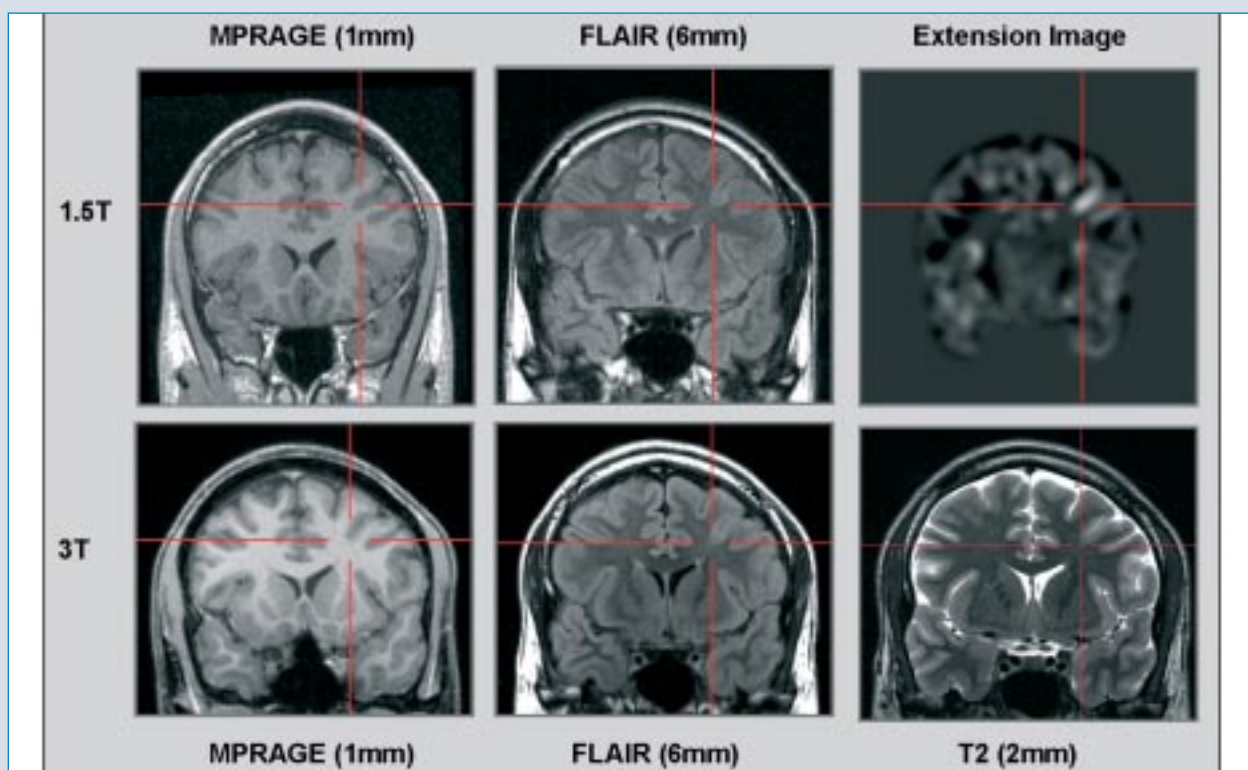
Diese Abbildung zeigt im Vergleich mit dem Befund im Extension Image (oben rechts) T1-, T2- und FLAIR-gewichtete koronare Sequenzen der MRT-Untersuchungen am 1.5T-Scanner (obere Reihe) und am 3T-Scanner (untere Reihe). Retrospektiv erscheint der Apex des in der morphometrischen MRT-Analyse dysplasieverdächtigen Sulcus in den dünn geschichteten T2-Aufnahmen vom 3T-MRT-Scanner (unten rechts) diskret auffällig im Sinne einer fraglichen Mark-Rinden-Unschärfe. Nichtsdestotrotz wurden diese Aufnahmen von epileptologisch erfahrenen Neuroradiologen als unauffällig befundet.
